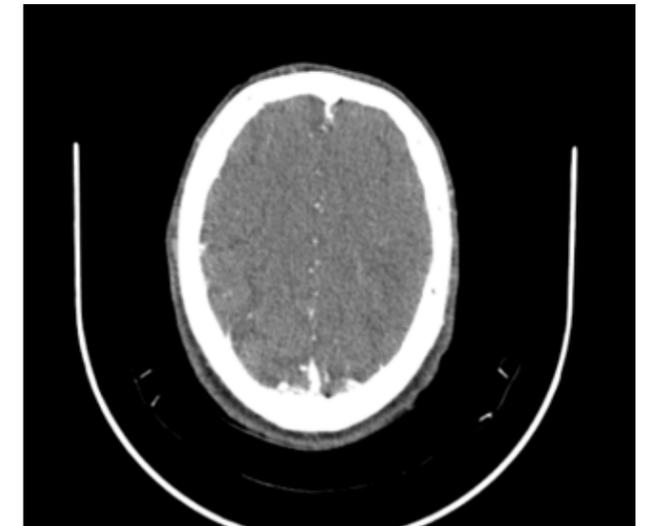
Angio-TAC cerebral, fase arterial. No se observan signos compatibles con aire en territorio arterial.
